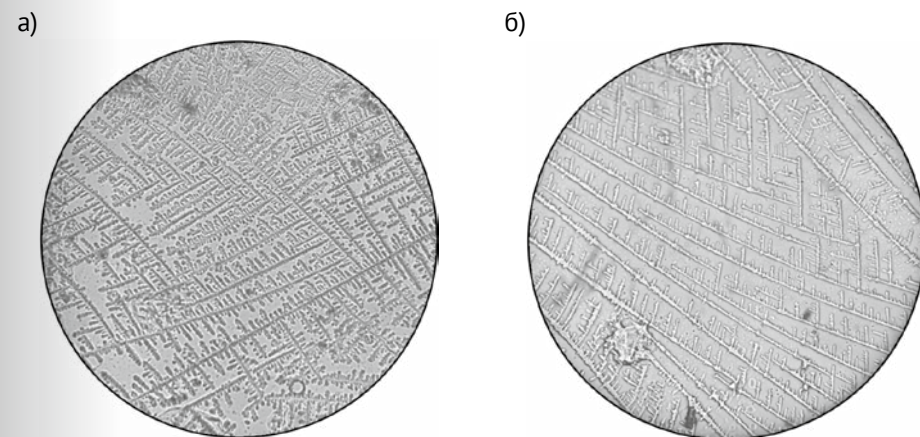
1б. Курсант К., 19 лет. Фотография кристаллов слюны: а) до начала ортодонтического лечения (I тип по О.Ю. Пузиковой, 1972); здесь и далее – увеличение в 200 раз (если специально не оговорено другого); б) спустя 13 месяцев от начала ортодонтического лечения (сохраняется I тип кристаллов)
